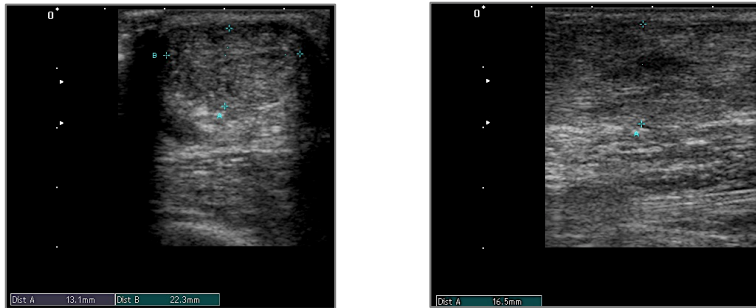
Patientenbeispiel Sonographiebefund; Transversalschnitt (links) und Longitudinalschnitt (rechts) (Quelle: eigene Darstellung)
